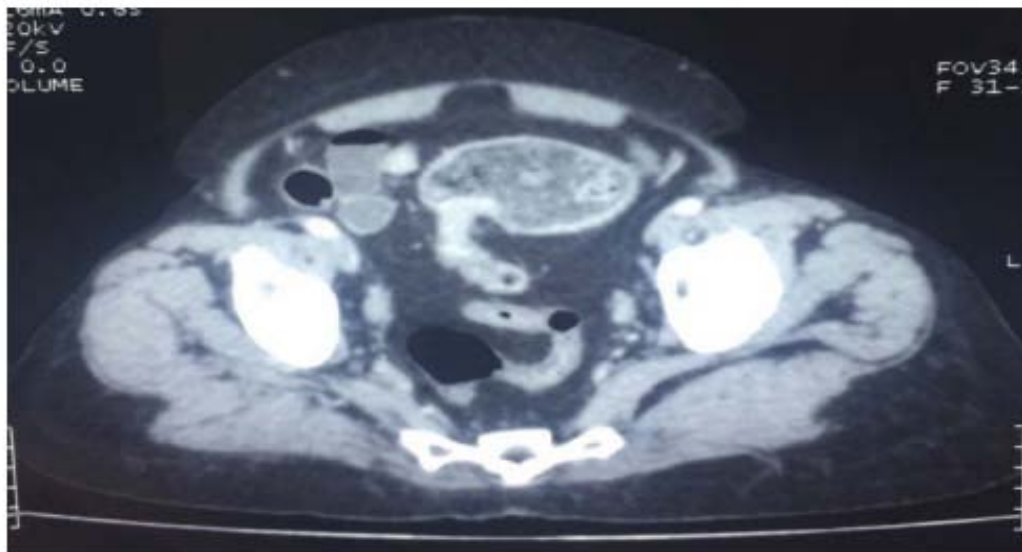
TDM abdomino-pelvienne montrant une tumeur de la boucle sigmoïdienne sténosante avec un épaissement pariétal et stase en amont chez un patient de notre série.
